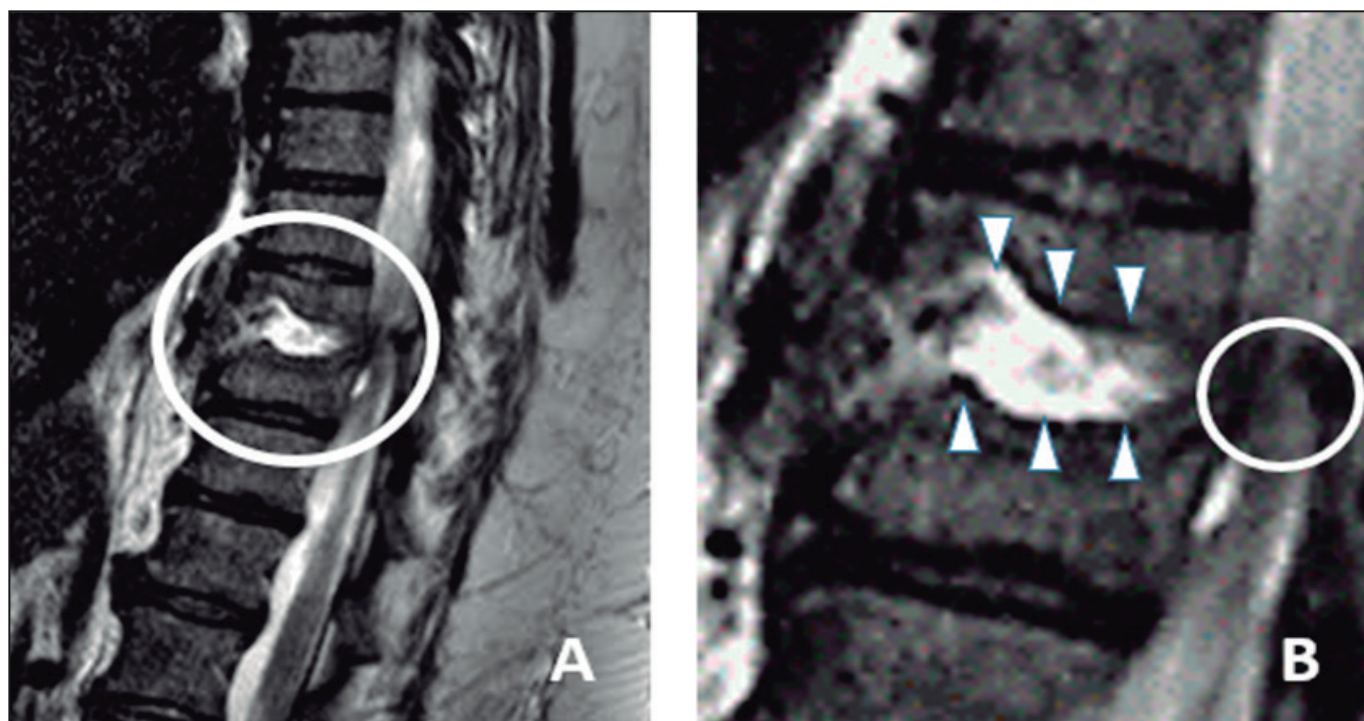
Resonancia magnética nuclear de columna presenta lesión lítica vertebral a nivel de T9 (A). Se muestra en el acercamiento (B) colapso del espacio entre T9-T10 (puntas de flecha) y asocia compresión medular más colección epidural (círculo).
